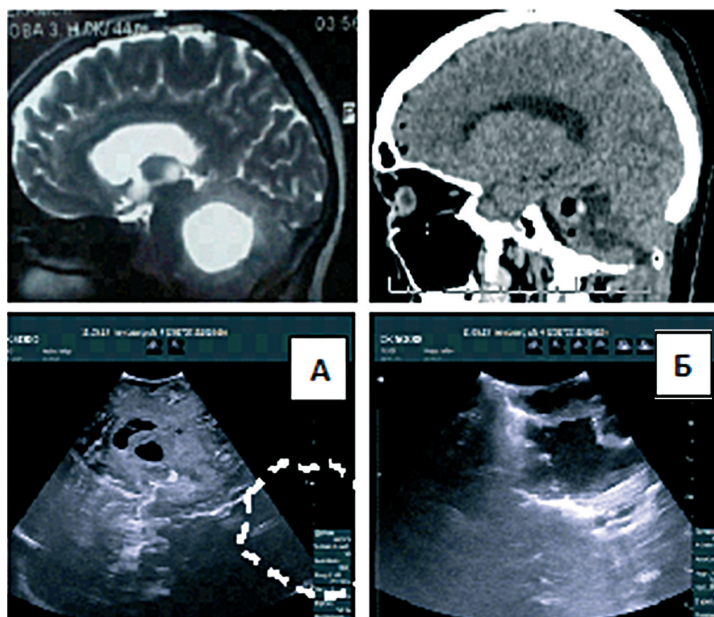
Изоэхогенное солидное кистозное новообразование правого полушария мозжечка: А – МР- и УЗ-изображения до резекции опухоли (отмечена пунктирной линией); Б – КТ- и УЗ-картины после удаления (гиперэхогенная полоска по краю ложа удаленной опухоли представлена слоем гемостатического материала с геморрагическим компонентом).
